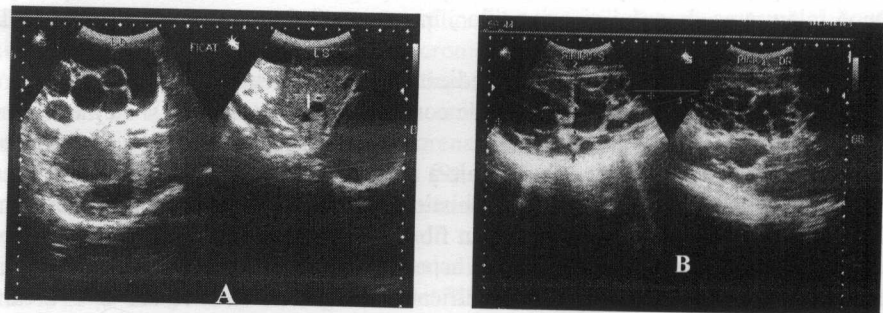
Ecografie abdominală. Polichistoză hepatică (A), renală (B)
